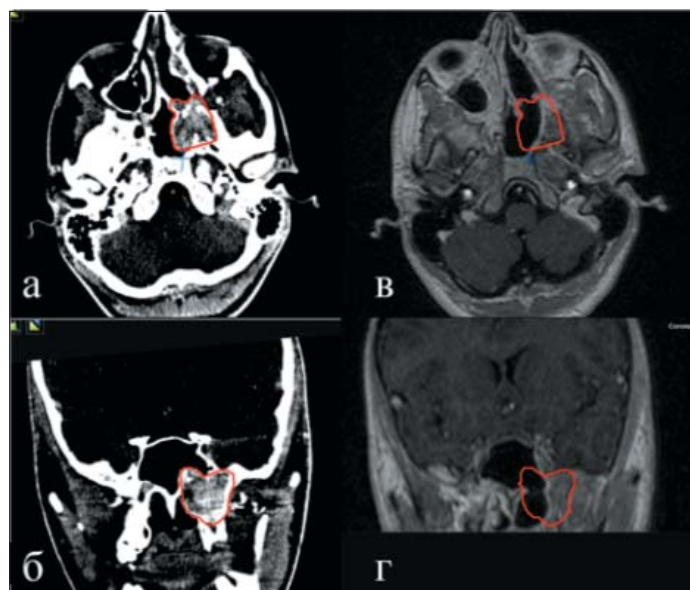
Пациент Р. СКТ в аксиальной и фронтальной проекции до лучевого лечения (а, б); красный контур представляет резидуальную часть ЮАОЧ. МРТ в аксиальной и фронтальной проекции через 6 мес. после облучения (в, г); отмечается значительное уменьшение опухоли относительно исходного объема
